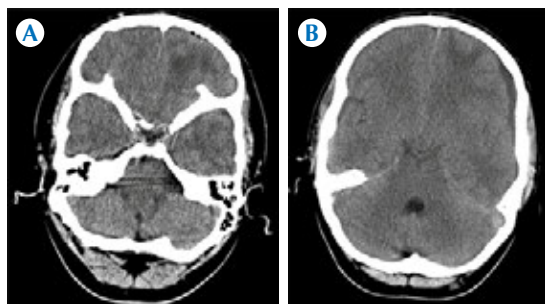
A) Tomografía sin contraste intravenoso; corte axial: burbujas de neumoencefalo bajo la calota frontal izquierda por rotura de la pared interna del seno frontal e hipodensidad de la sustancia blanca frontal homolateral en relación a edema por encefalitis. B) Cortes axiales más basales de la misma tomografía: colección subdural frontal izquierda hipodensa que ocasiona desviación de la línea media, correspondiente a empiema subdural.
